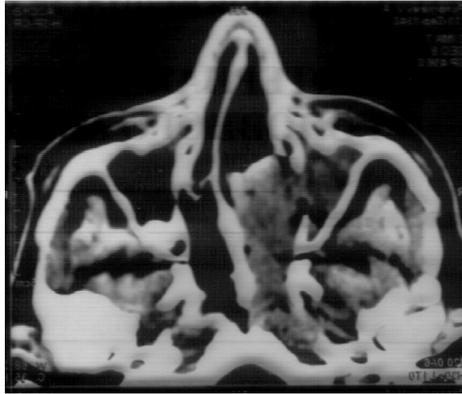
КТ черепа аксиальная проекция (патологический процесс занимает всю левую верхнечелюстную пазуху с распространением в полость носа слева и носоглотку).
